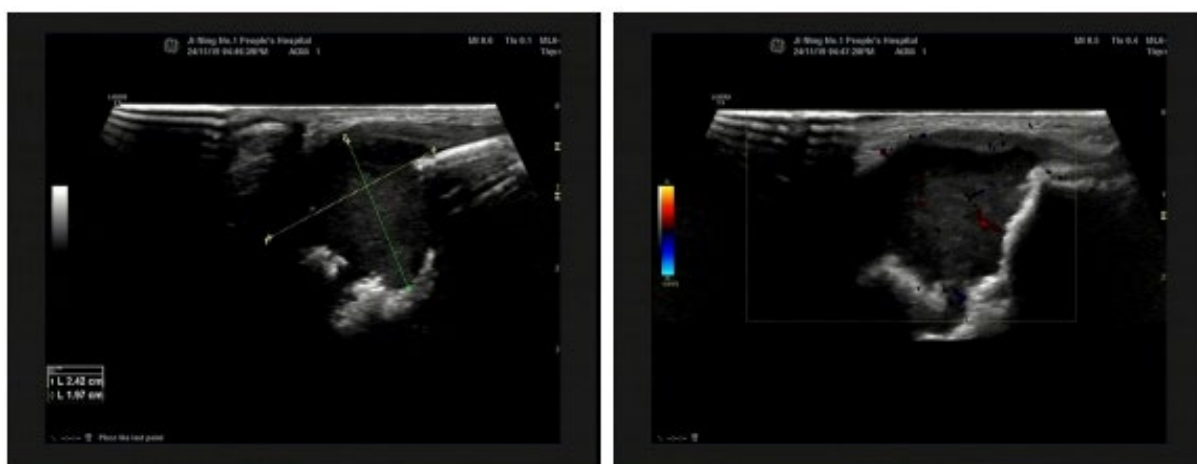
The described area posterior to the left auricle demonstrates a hypoechoic to anechoic lesion measuring approximately $2.4 \times 1.8 \times 2.0$ cm. Its borders are well-defined, its internal echotexture is heterogeneous, and it contains dense punctate echoes. Color Doppler Flow Imaging (CDFI) reveals the presence of blood flow signals within the lesion and in its peripheral regions.
